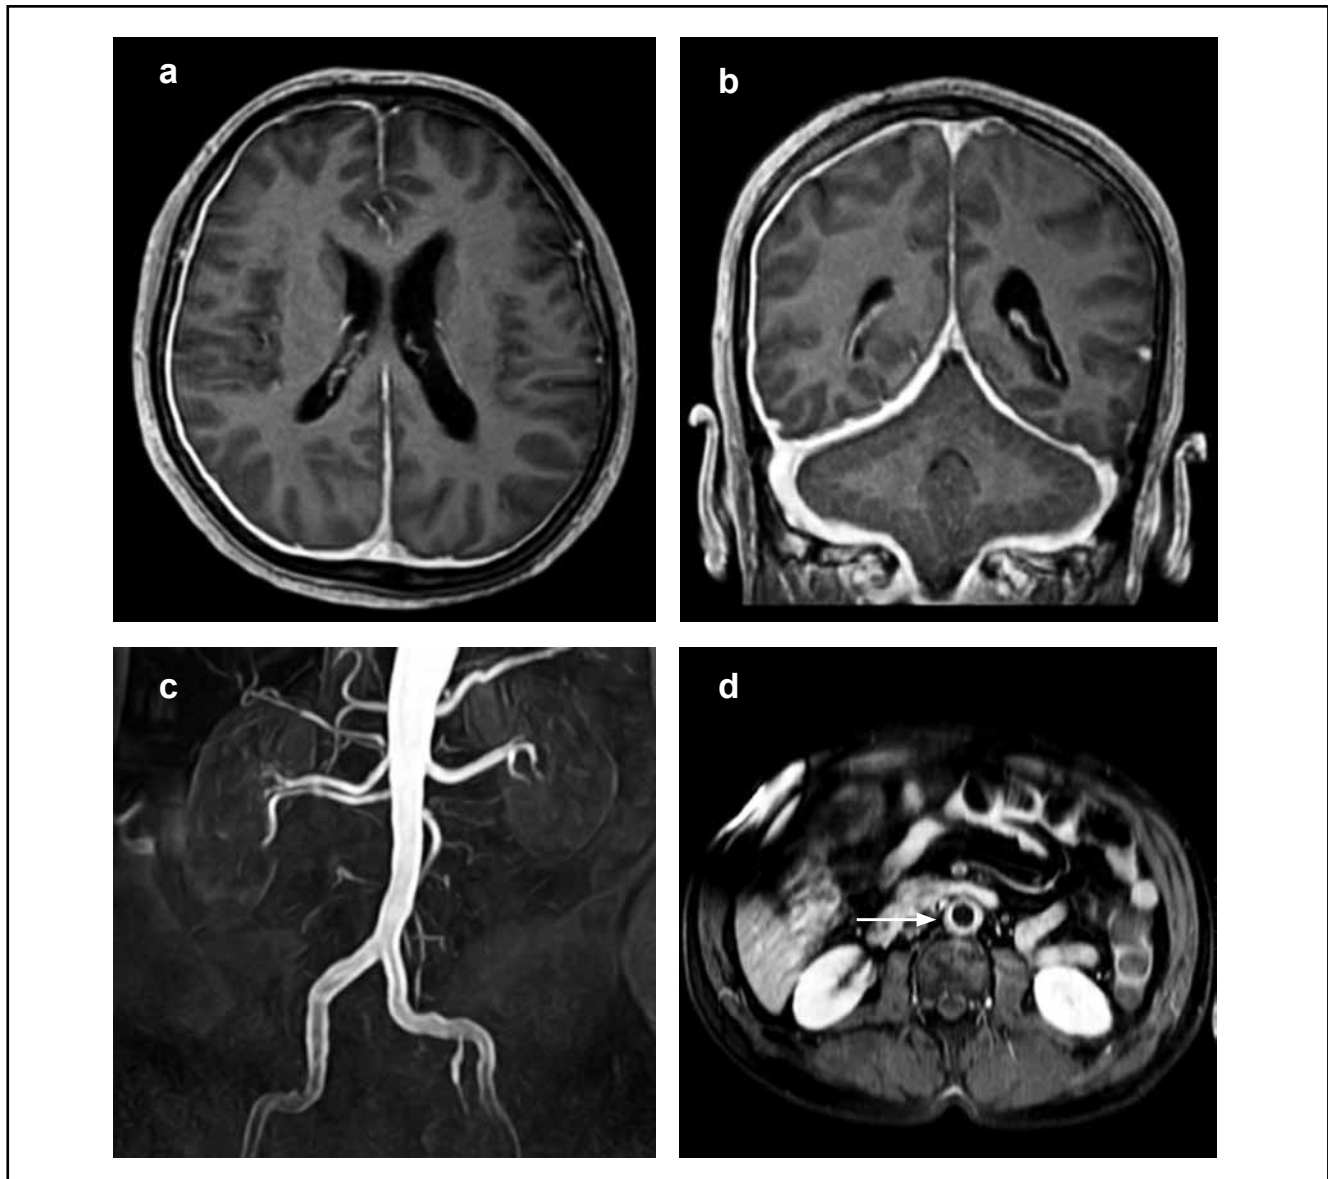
a, b. Resonancia magnética cerebral. T1 contrastado. Corte transversal y corte coronal. Paquimeningitis difusa supra e infratentorial de predominio derecho. c, d. Angiorresonancia abdominal. Engrosamiento mural circunferencial de la aorta abdominal, en especial de la región infrarrenal, con extensión a las arterias ilíacas comunes demostrando edema y marcado realce poscontraste.
